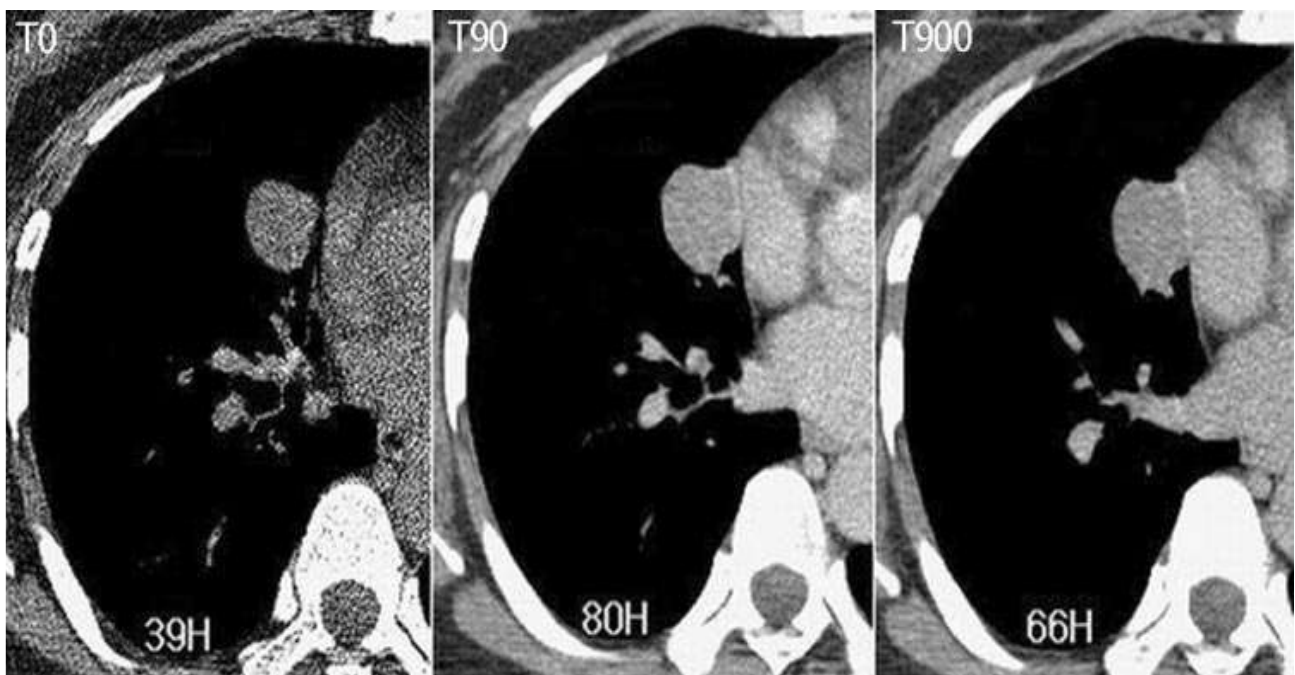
Carcinoïde atypique chez une femme de 44 ans. La TDM dynamique montre un nodule de 28 mm de diamètre LM. La densité du nodule est de 39 UH en contraste spontanée (T0), de 80 UH (41 UH de rehaussement net) sur l'image de 90 secondes (T90) et de 66 UH (14 UH de lavage) sur l'image de 15 minutes (T900). [42]
